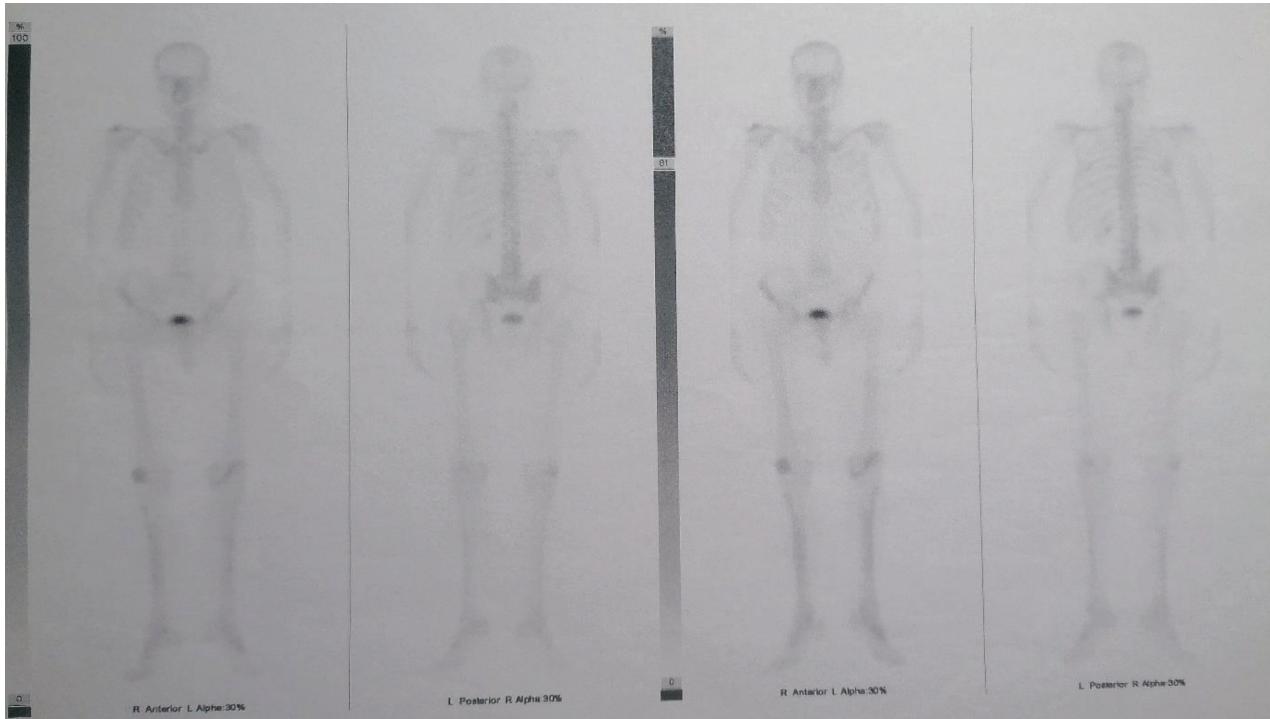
Follow-up skeletal scintigraphy was performed after the therapy was completed. No scintigraphic findings were observed that would suggest the presence of bone metastases.
